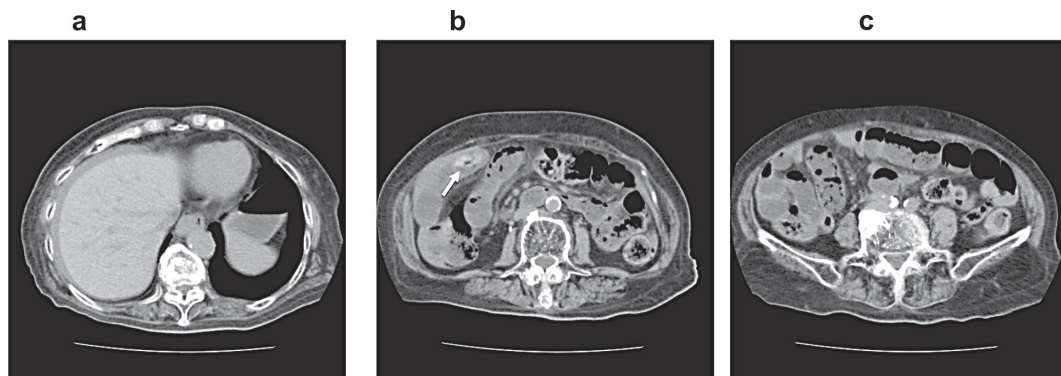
腹部単純CT（造影CT検査後3.5時間後）
